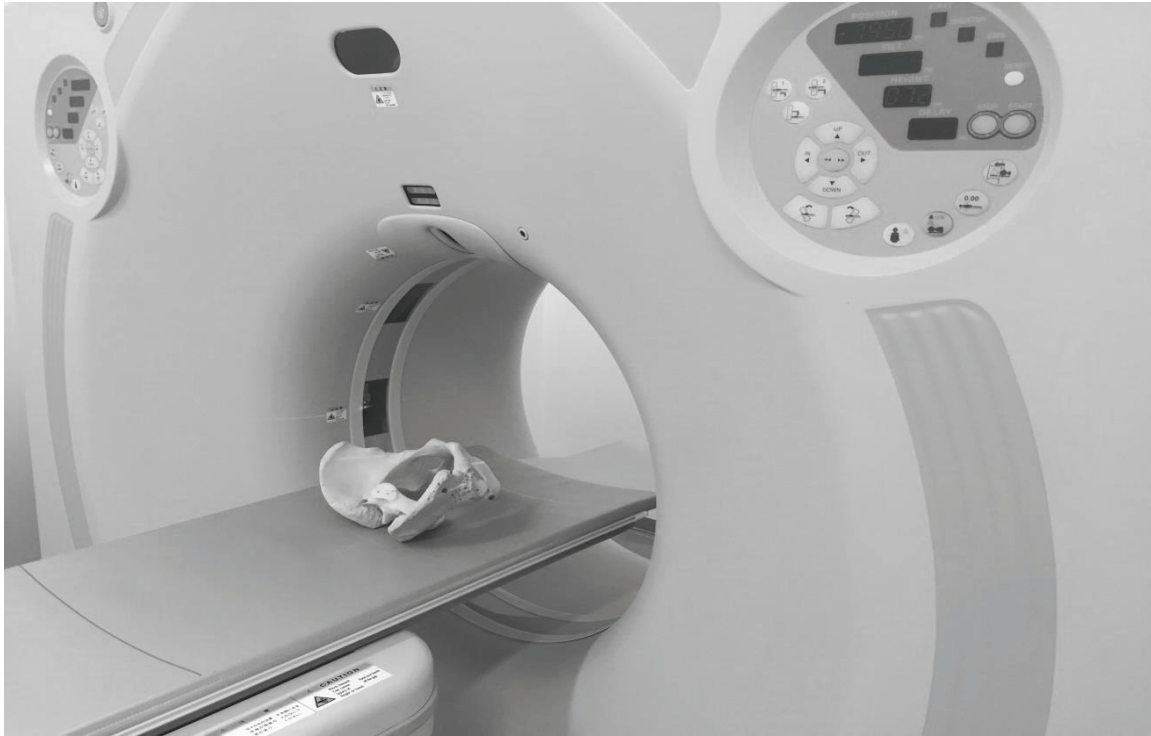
Plastic pelvis bone (sawbone) and CT apparatus
